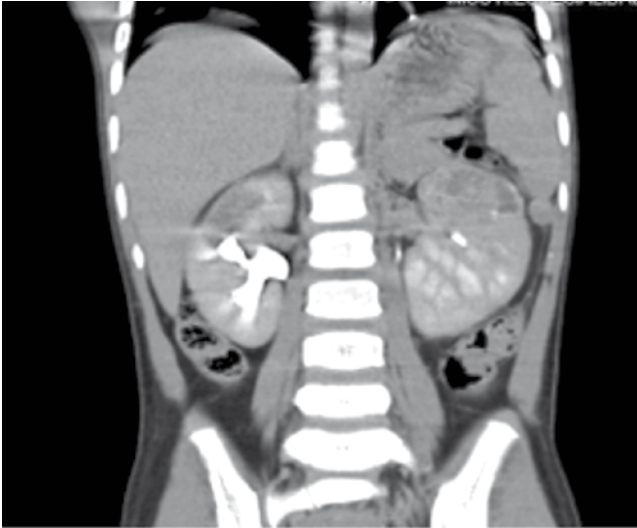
Tomografía excretora, donde muestra en el corte corte coronal del riñón izquierdo, lesión que mide 45 x 34 x 39 mm, en polo superior.
